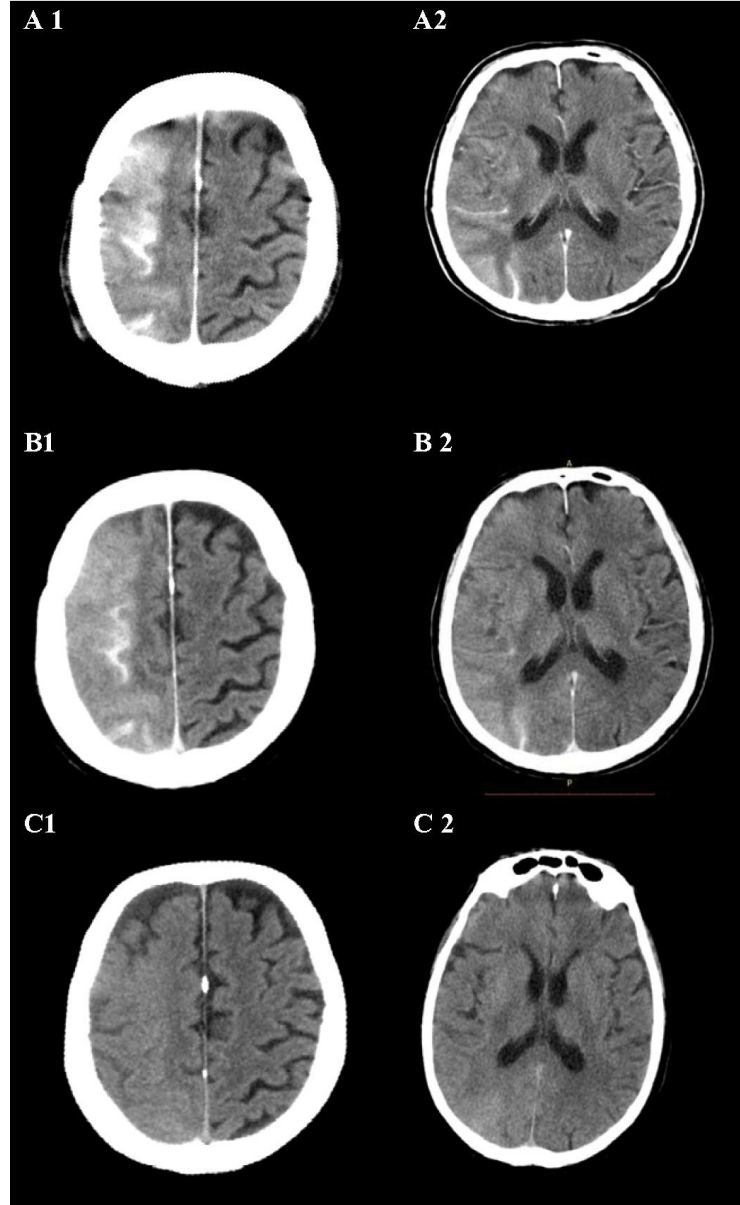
SAK nedeniyle tanısal DSA işlemi yapılan olguda işlem sonrasında kontrastsız BT tetkiklerinde A'da (işlem sonrası 1. saat) yaygın giral ve sisternal ve sulkal kontrasta bağlı dansite artımı bulgusu, B'de (işlem sonrası 6.saat) belirgin rezolüsyon ile birlikte bulgu halen izlenmekte ve C'de ise (işlem sonrası 24. saat) dansite artım bulgusunda tam rezolüsyon izlenmektedir.
